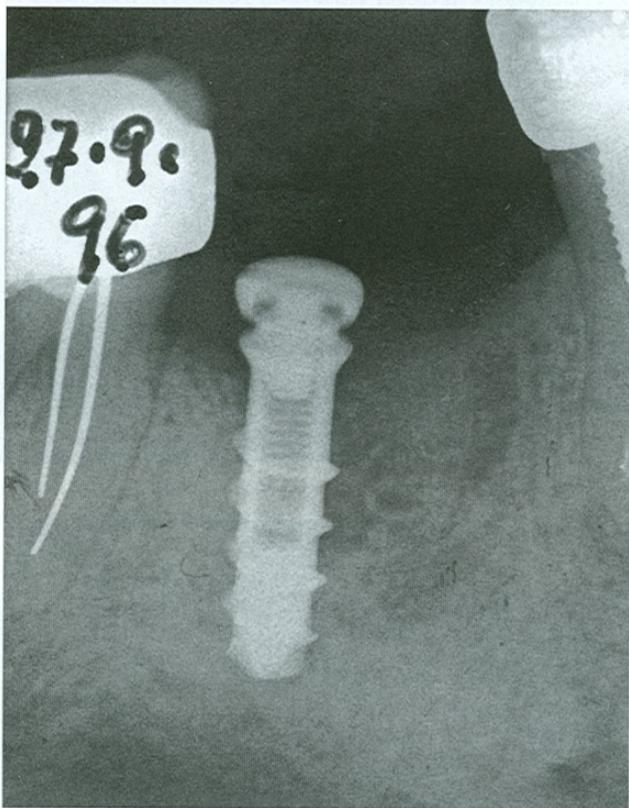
Radiografia a 7 mesi e mezzo dopo l'intervento.
